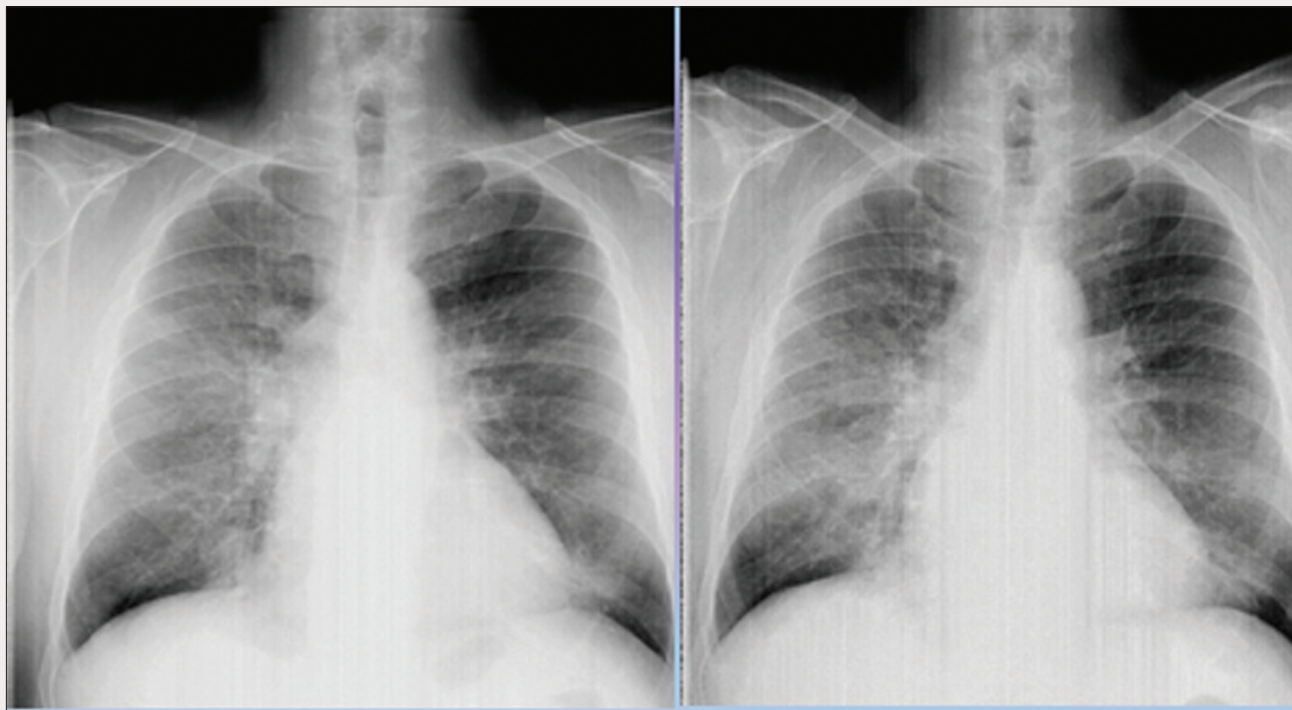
Рентгенограма ОГК пацієнта П. в динаміці (серпень й листопад 2012)
